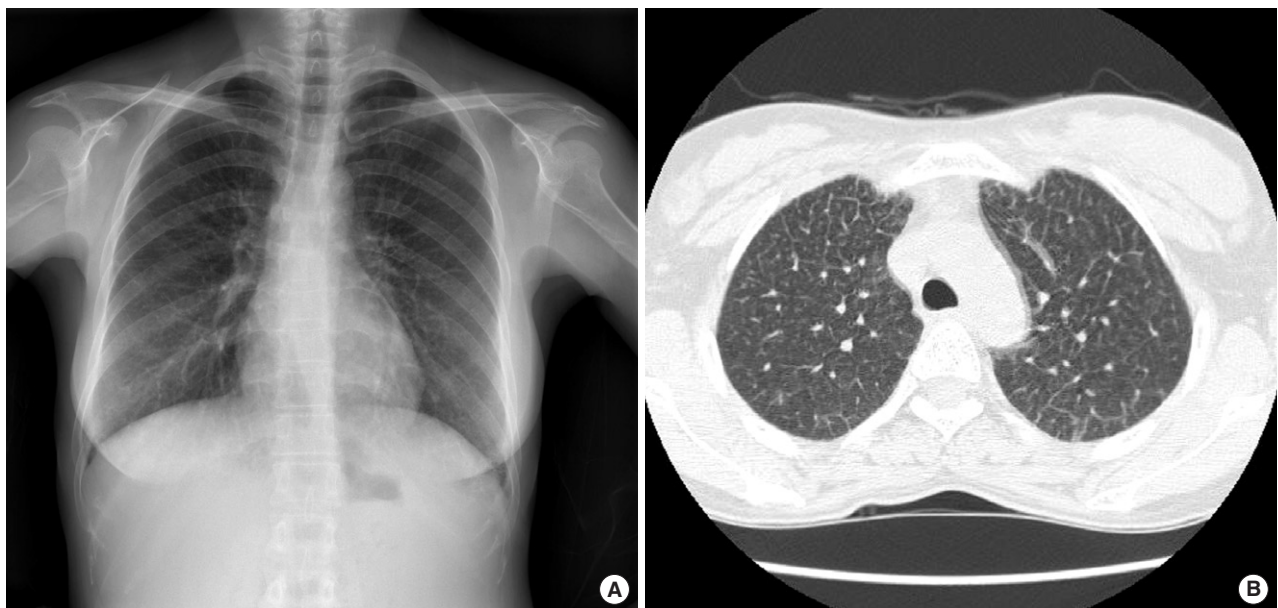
Images of chest PA and high resolution CT. (A) Chest radiograph shows subtle widespread reticulonodular pattern with peripheral septal thickening. (B) High resolution CT image through both upper lobes demonstrates diffuse thickening of the interlobular septa and intralobular interstitium.
